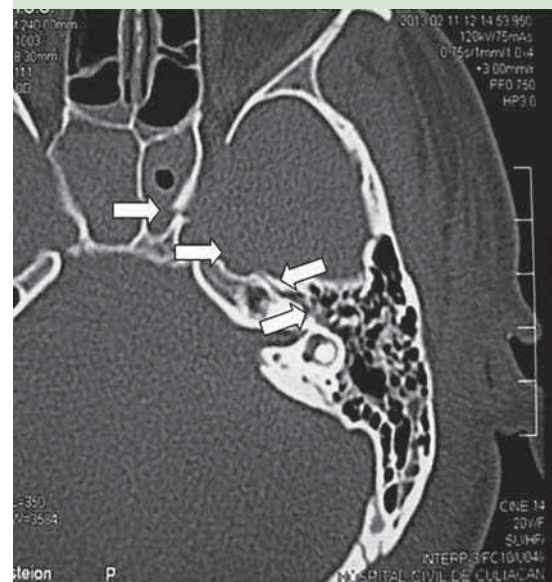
Tomografía axial con ventana para hueso. Observe el trazo longitudinal sobre el temporal y la fractura del esfenoides derecho (flechas).
